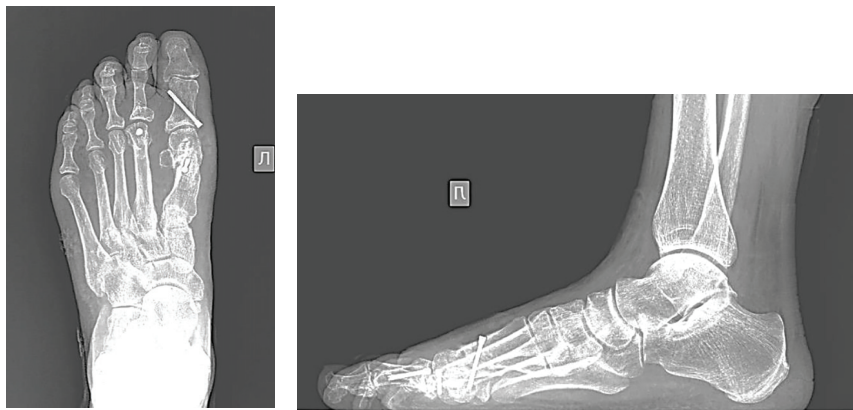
Данные рентгенографии левой стопы пациентки С. через 6 месяцев после операции: а – дорсоплантарная проекция, б – боковая проекция.
